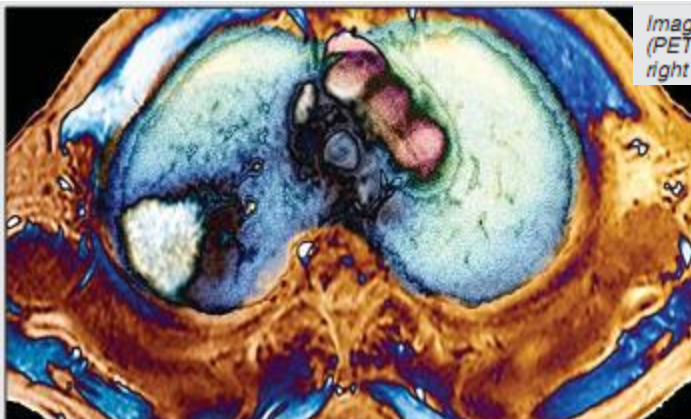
Colored axial positron electron tomography (PET) scan of lung cancer (white, lower left) in the right lung (Photo courtesy of Sovereign, ISM).
